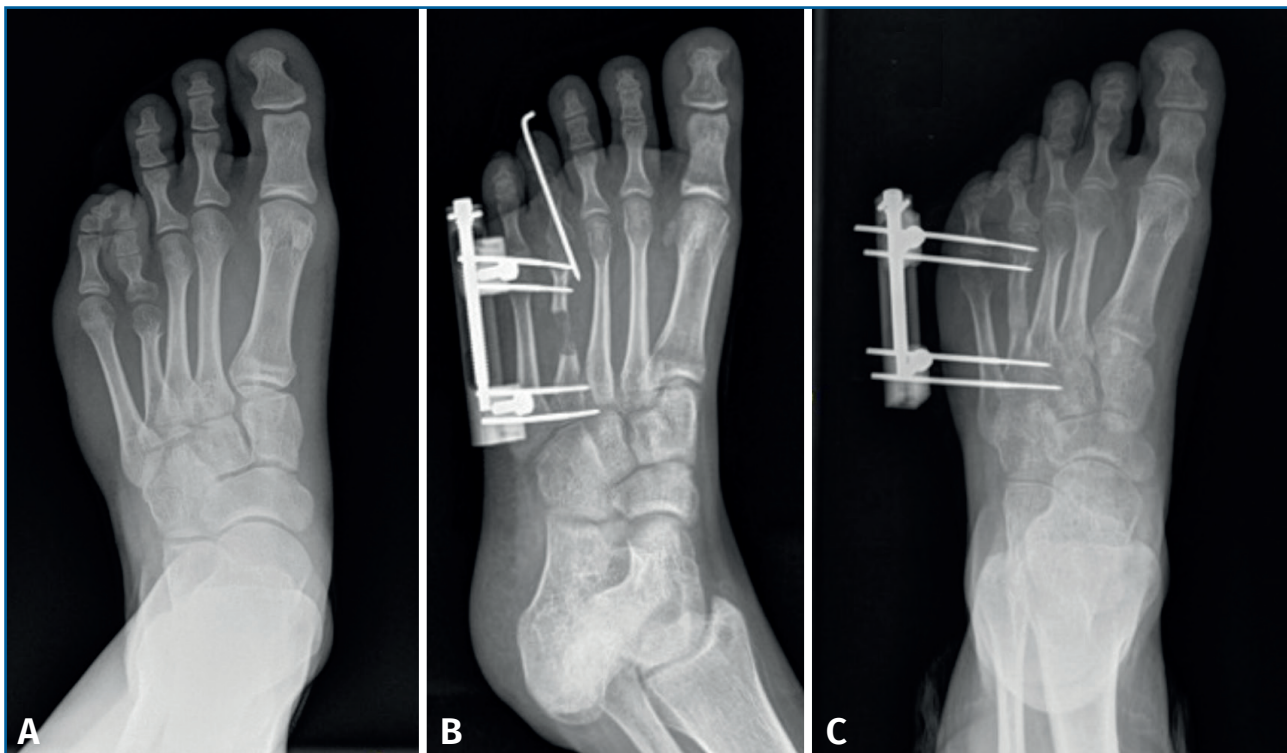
Paciente de 13 años con braquimetatarsia del cuarto metatarsiano tratada mediante alargamiento gradual por callotaxis con fijador externo monolateral. A: radiografía simple en proyección dorsoplantar en carga previa a la cirugía; B: radiografía simple en proyección dorsoplantar durante el periodo de distracción (40 días); C: radiografía simple en proyección dorsoplantar donde se aprecia el regenerado óseo en la zona de elongación.
